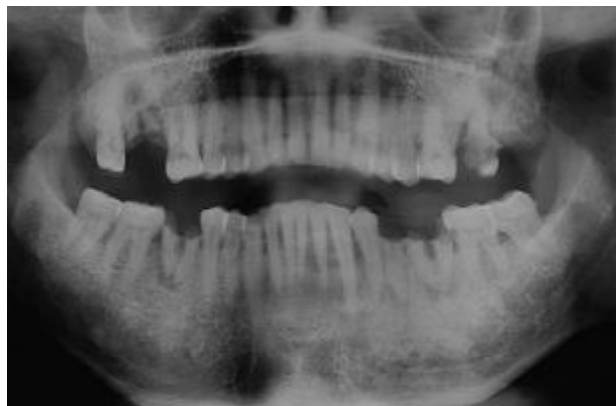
Orthopantomogram showing the periapical lesion in relation to the root of the right maxillary second molar.
